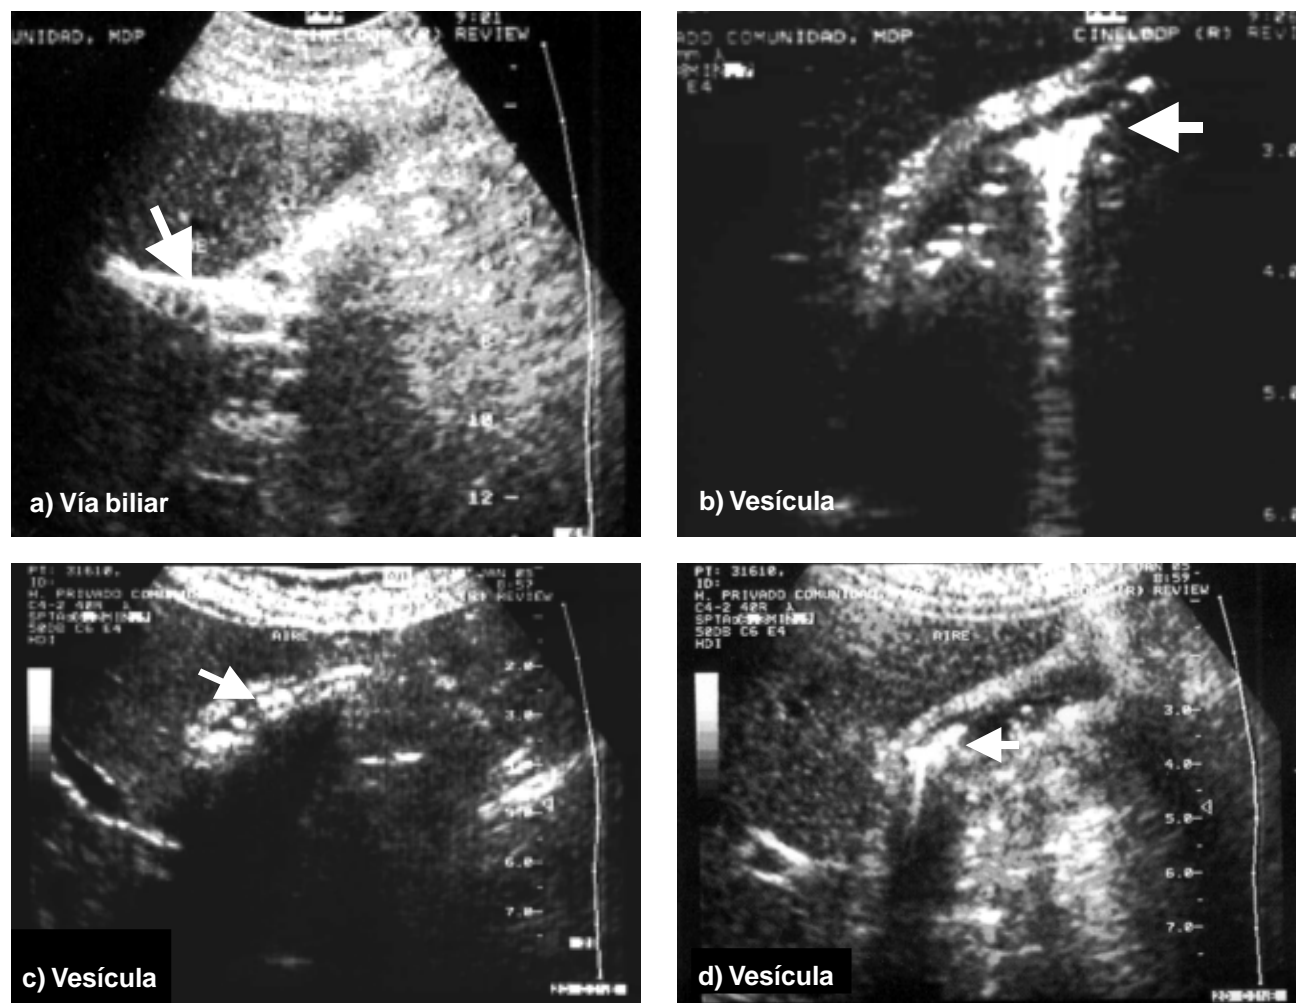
(a-d). Ecografía hepatobiliar: Contenido ecogénico con reverberación posterior a nivel de vía biliar extrahepática (flecha blanca Fig. a), intrahepática (flecha blanca Fig. b) e intravesicular (flecha blanca Fig. c y d) sugestivos de aerobilia.
